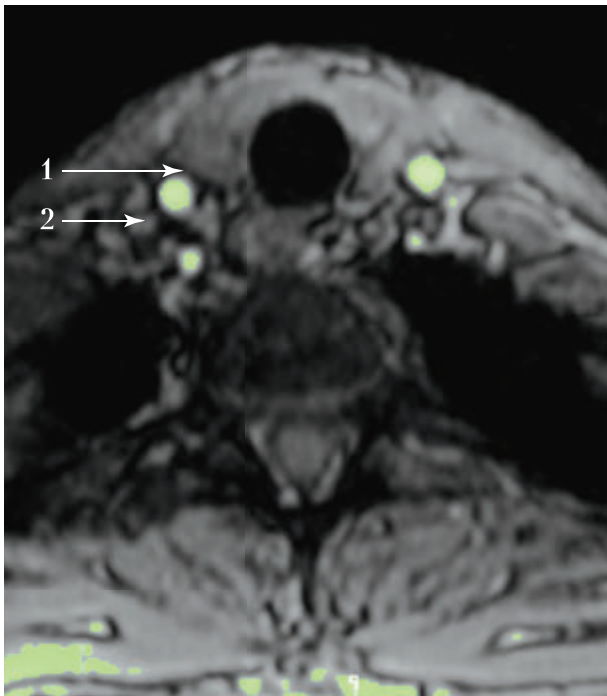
Форми сонних (1) і хребтових (2) артерій у перетині, у місці стиснення хребтової артерії (зображення МРТ)
